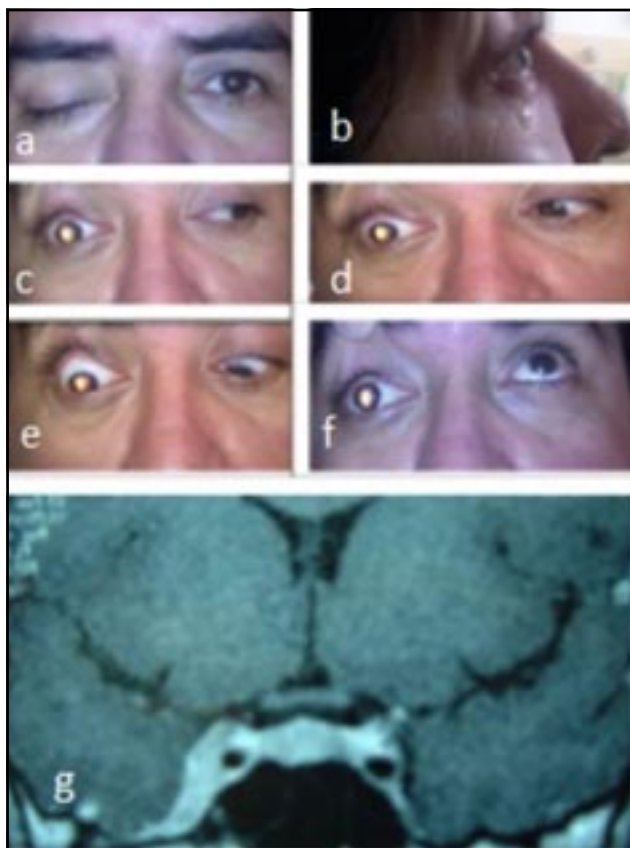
a, b, c, d, e, f. Oftalmoplejía del ojo derecho de 2 meses de evolución, asociada a dolor frontoorbitario. g. IRM con contraste de encéfalo que evidencia el engrosamiento difuso del seno cavernoso.
